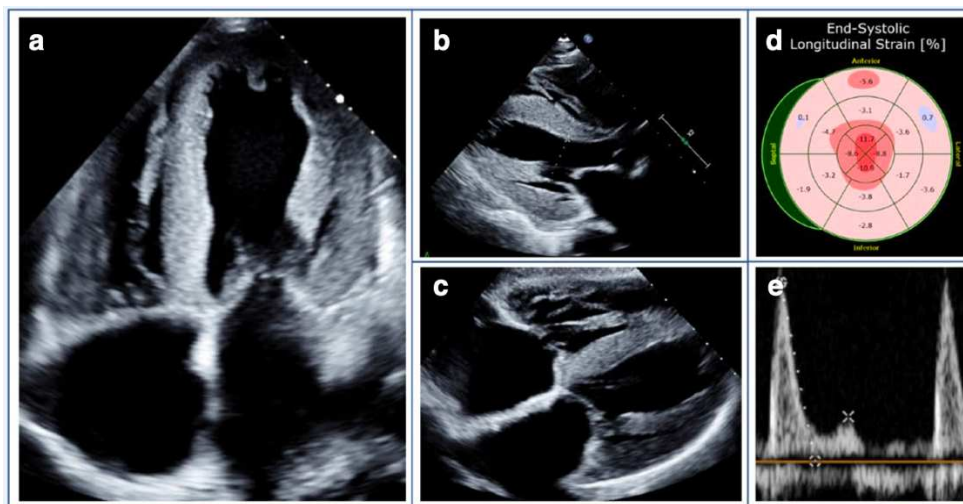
caratteristiche ecocardiografiche nell’amiloidosi cardiaca.
